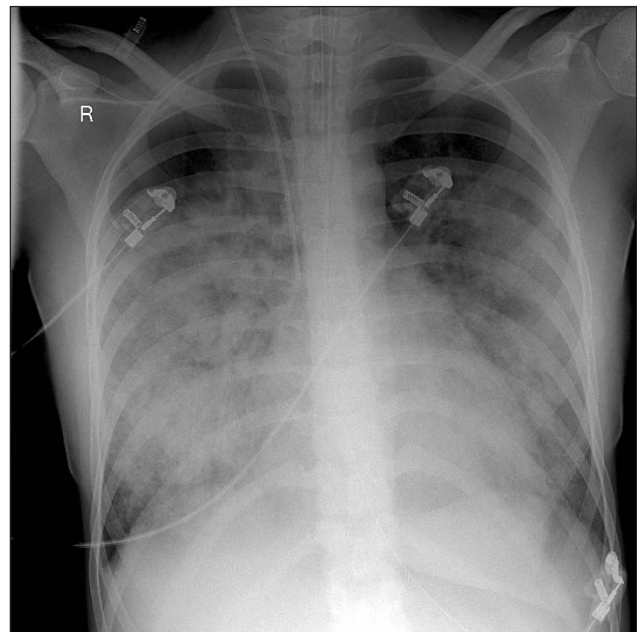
Röntgen-Thorax nach Übernahme der Patientin auf die Intensivstation.
